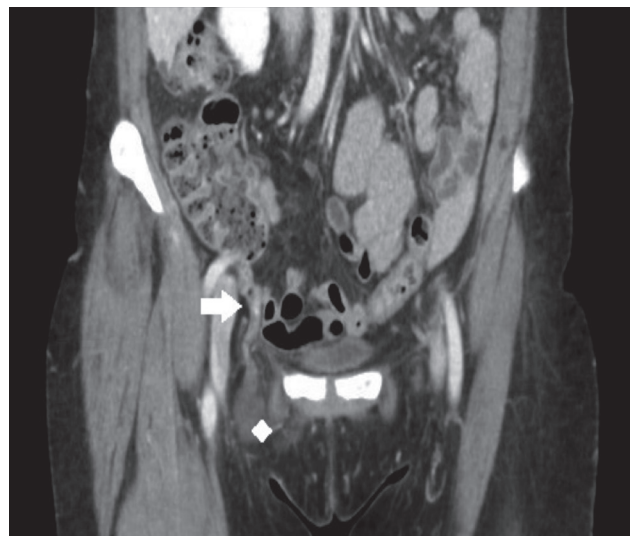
Imagen de TC donde se aprecia el apéndice cecal (flecha) en el canal femoral, estando su punta en contacto con una pequeña colección (rombo).
